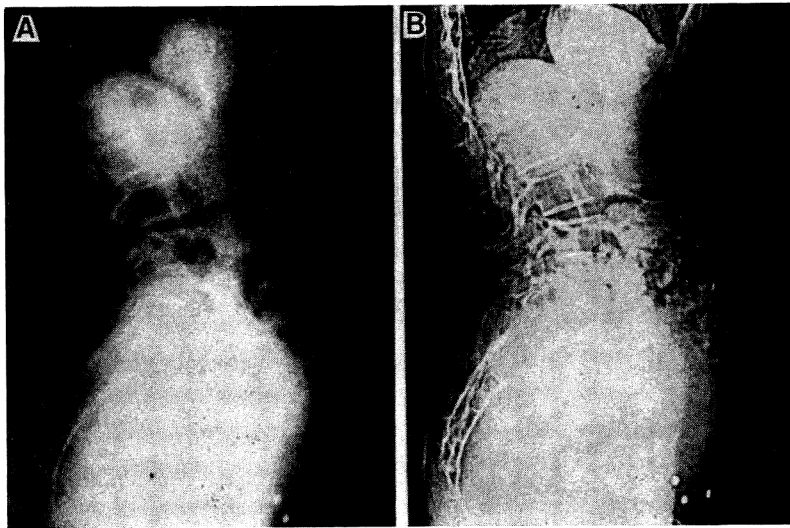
X線写真システムによる女性の腹部側面映像図⁶⁰⁾
